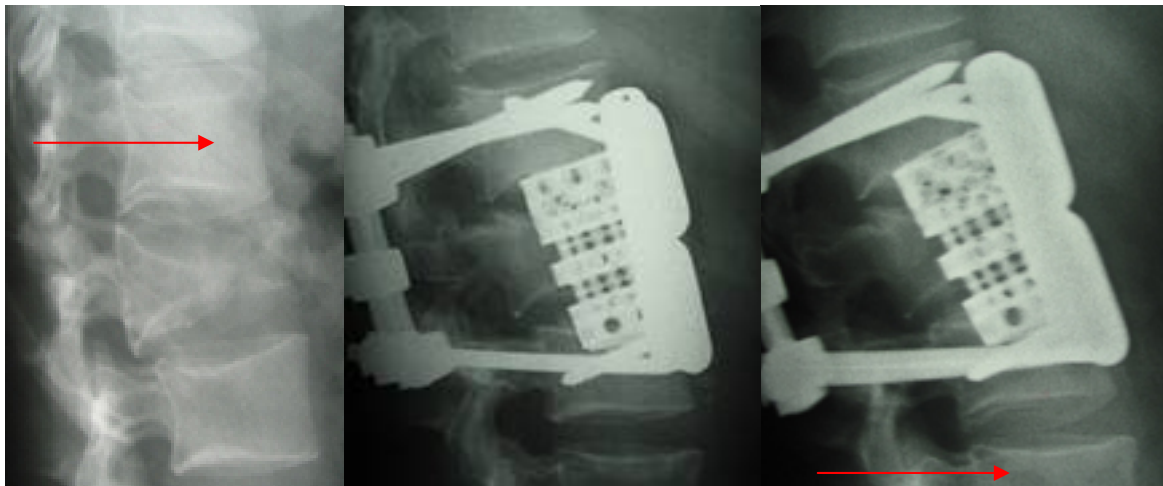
Röntgenbilder (v.l.n.r. präoperativ, direkt postoperativ, 12 Monate postoperativ) eines 35 jährigen Patienten (Nr. 3) mit einer LWK-2 Fraktur (C 2) nach Sturz im Haushalt. Man erkennt v.a. im präoperativen und im rechten Röntgenbild die Problematik der Grundplattenbestimmung im direkt unter den Frakturbereich angrenzenden Wirbelkörper.
